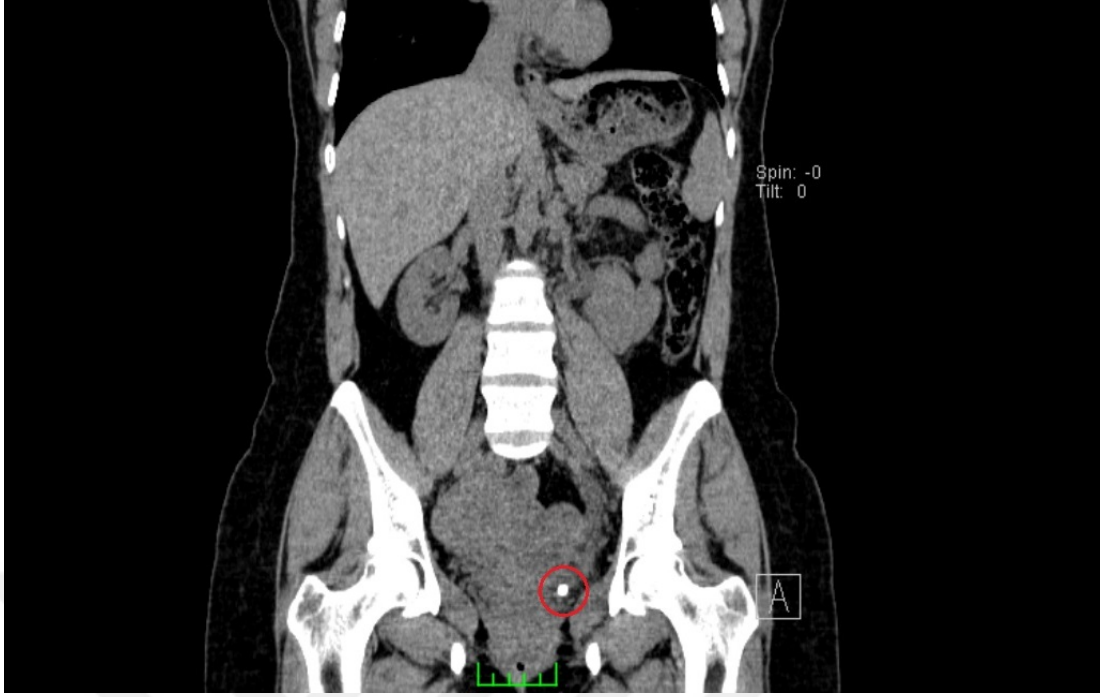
BT görüntülemesinde sağ üreter orta kısımda taş imajı
